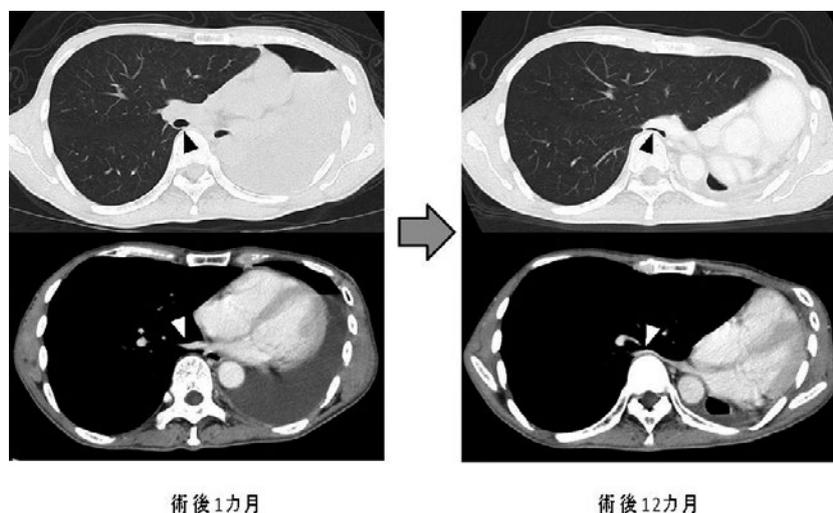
胸部造影CT. 右肺は経時的に増大傾向にあり, それに伴い縦隔の左側偏位, 右気管支 (黒矢頭) および肺静脈 (白矢頭) の牽引性変化を認める.
